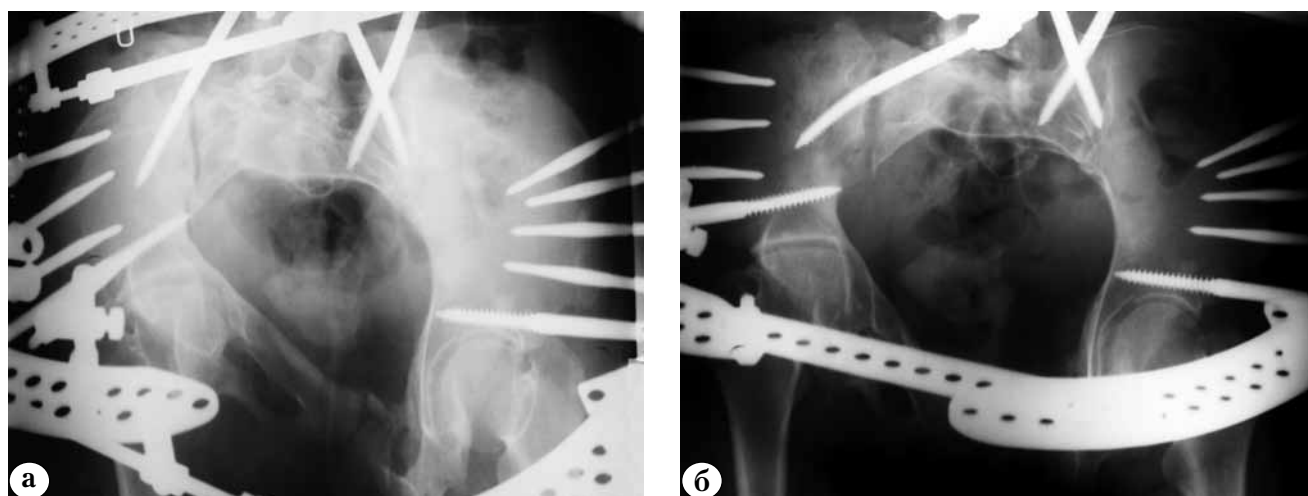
Рентгенограммы таза пациентки Ф. в проекции inlet, демонстрирующие объем полости малого таза на этапах коррекции деформации: а – начало коррекции; б – результат коррекции
